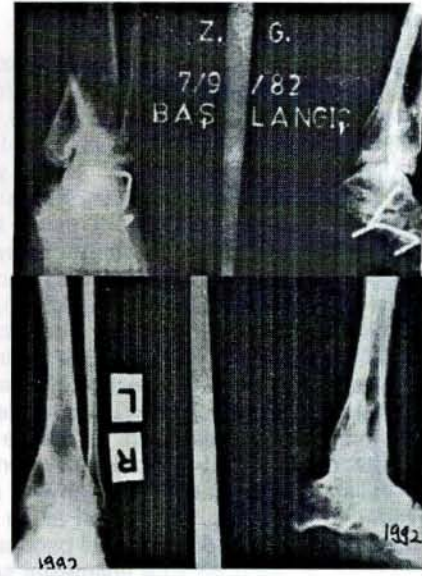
Hasta No. IV. Manyetik stimülasyondan önce, bittikten sonra ve 8 yıl sonra çekilen kontrol grafisi
